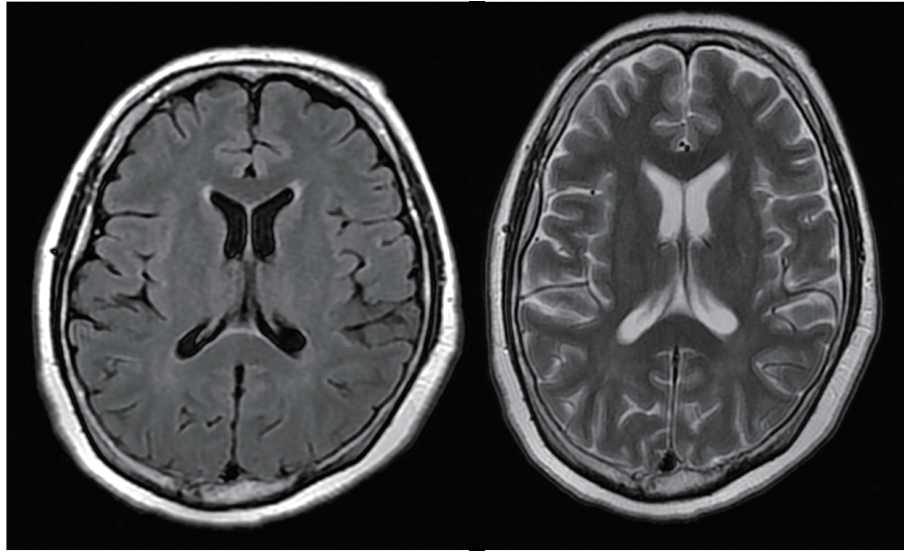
Head magnetic resonance imaging findings. There were no abnormal findings suspicious for metastatic brain tumor or encephalitis.
